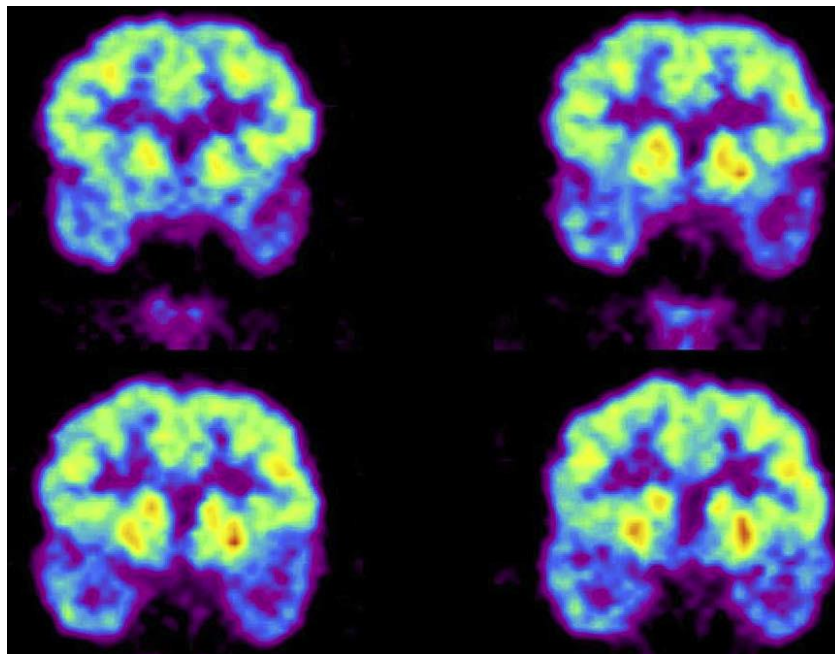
Imagen de PET de una mujer de 55 años con resistencia farmacológica, a la que se le realiza evaluación prequirúrgica donde observamos en este corte coronal importante hipometabolismo en el lóbulo temporal izquierdo anterior afectando a la neocorteza a su vez, este patrón consiste con una expresión inteictal del foco epileptogeno en el lóbulo anterior temporal así como en la parte medial. (tomado de <sup>70</sup>)
